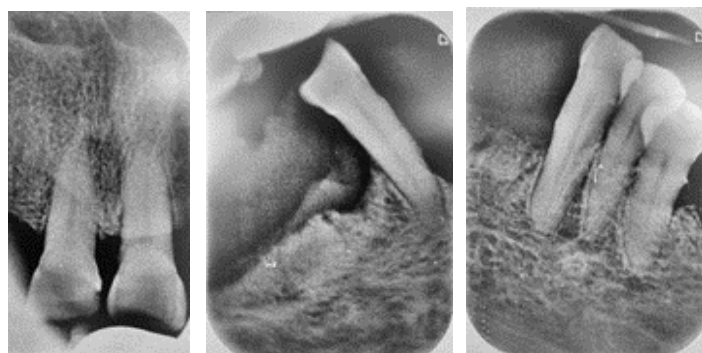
Radiografía periapical: A) OD 11 y 21, B) OD 43, C) OD 33, 34 y 35
